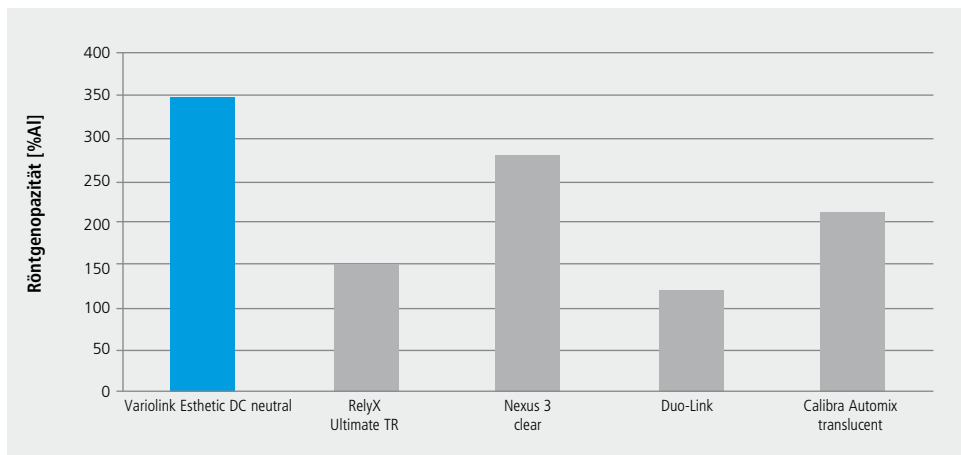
Röntgenopazität im Vergleich zu Mitbewerbermaterialien
